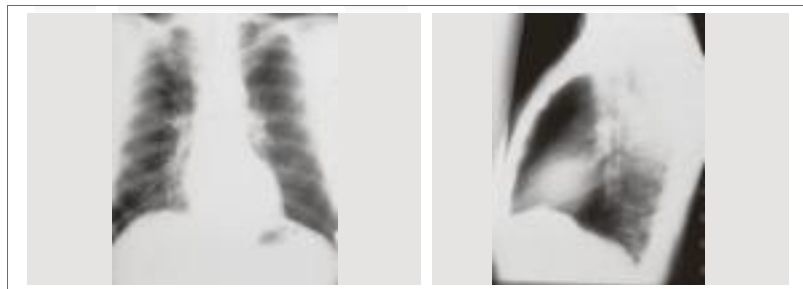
Röntgenthorax: Normalbefund. Sagittalbild (li.), Linksseitenbild (re.).
